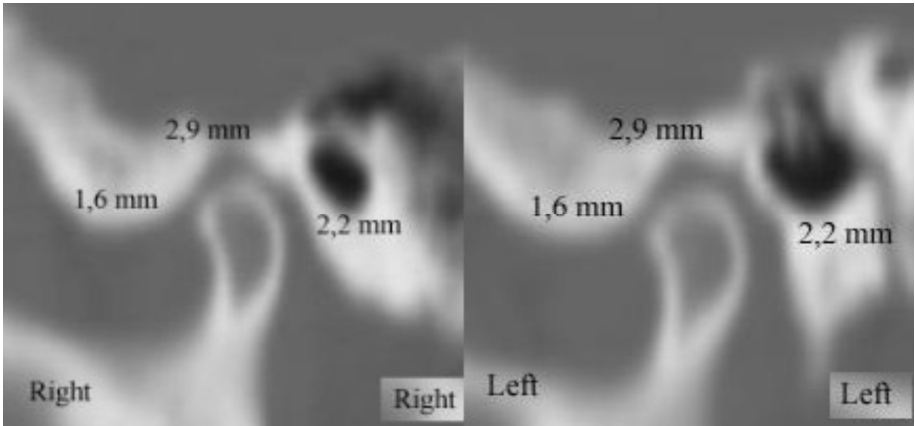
МСКТ ВНЧС (в положении: закрытый рот) в сагиттальной проекции с окклюзионной шиной
